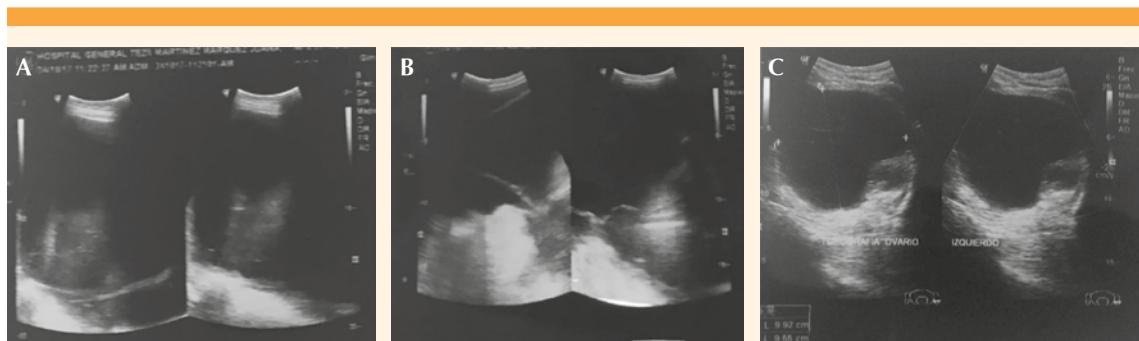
Ultrasonido que muestra: fosa iliaca derecha (A); hipogastrio y líquido libre (B); quiste de ovario izquierdo (C).
